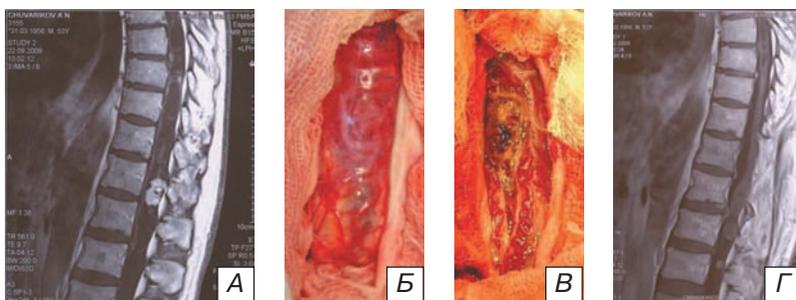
Гемангиобластома поясничного утолщения с почти полным поражением поперечника спинного мозга и кистозной трансформацией мозга выше и ниже опухоли: а) МРТ-исследование нижнегрудного и верхнепоясничного отделов позвоночника в режиме T1 с контрастированием в сагитальной плоскости. Опухолевый узел на уровне позвонка Т12 хорошо накапливает контрастное вещество; б) интраоперационная фотография. Опухолевый узел и дорсальная поверхность мозга полностью покрыты гипертрофированными сосудами; г) интраоперационная фотография после удаления опухоли; д) контрольное МРТ-исследование через 2 мес после удаления опухоли.
